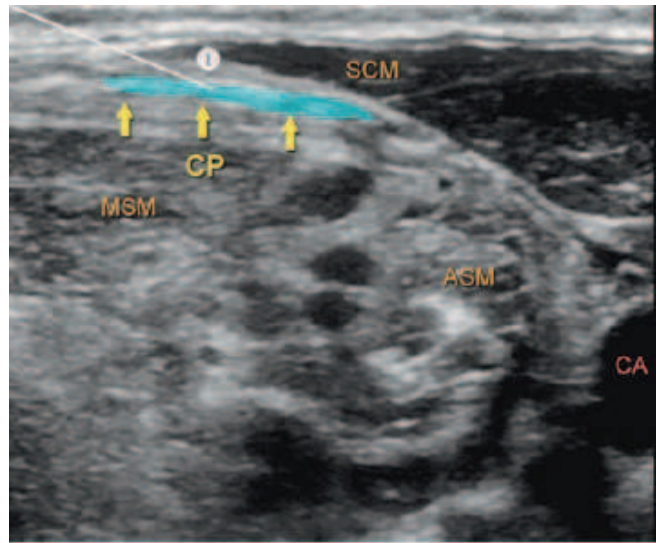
bloc du plexus cervical superficiel (CP) sous échographie : CA artère carotide ; ASM : muscle scalène antérieur ; MSM muscle scalène moyen ; SCM sterno-cléido-mastoïdien
